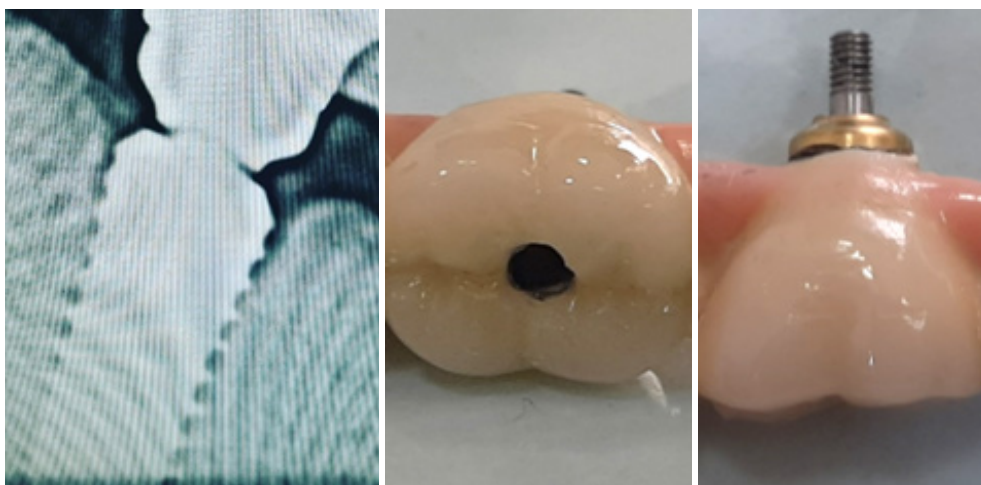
Рентгенологический признак ослабления винта абатмента и создание окклюзионного доступа к ослабленному винту абатмента
